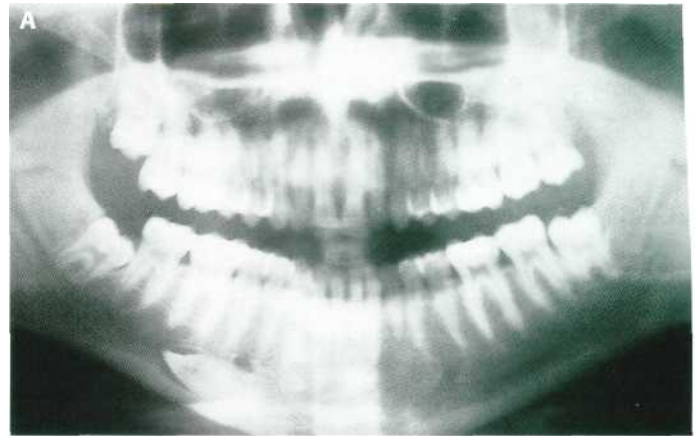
Canino transmigrado (3.3) por debajo del conducto dentario inferior derecho. (A) Ortopantomografía. (B) Extracción por vía intra-bucal. (C) Legrado de la zona operatoria, preservando la integridad de los nervios dentario inferior y mentoniano.
